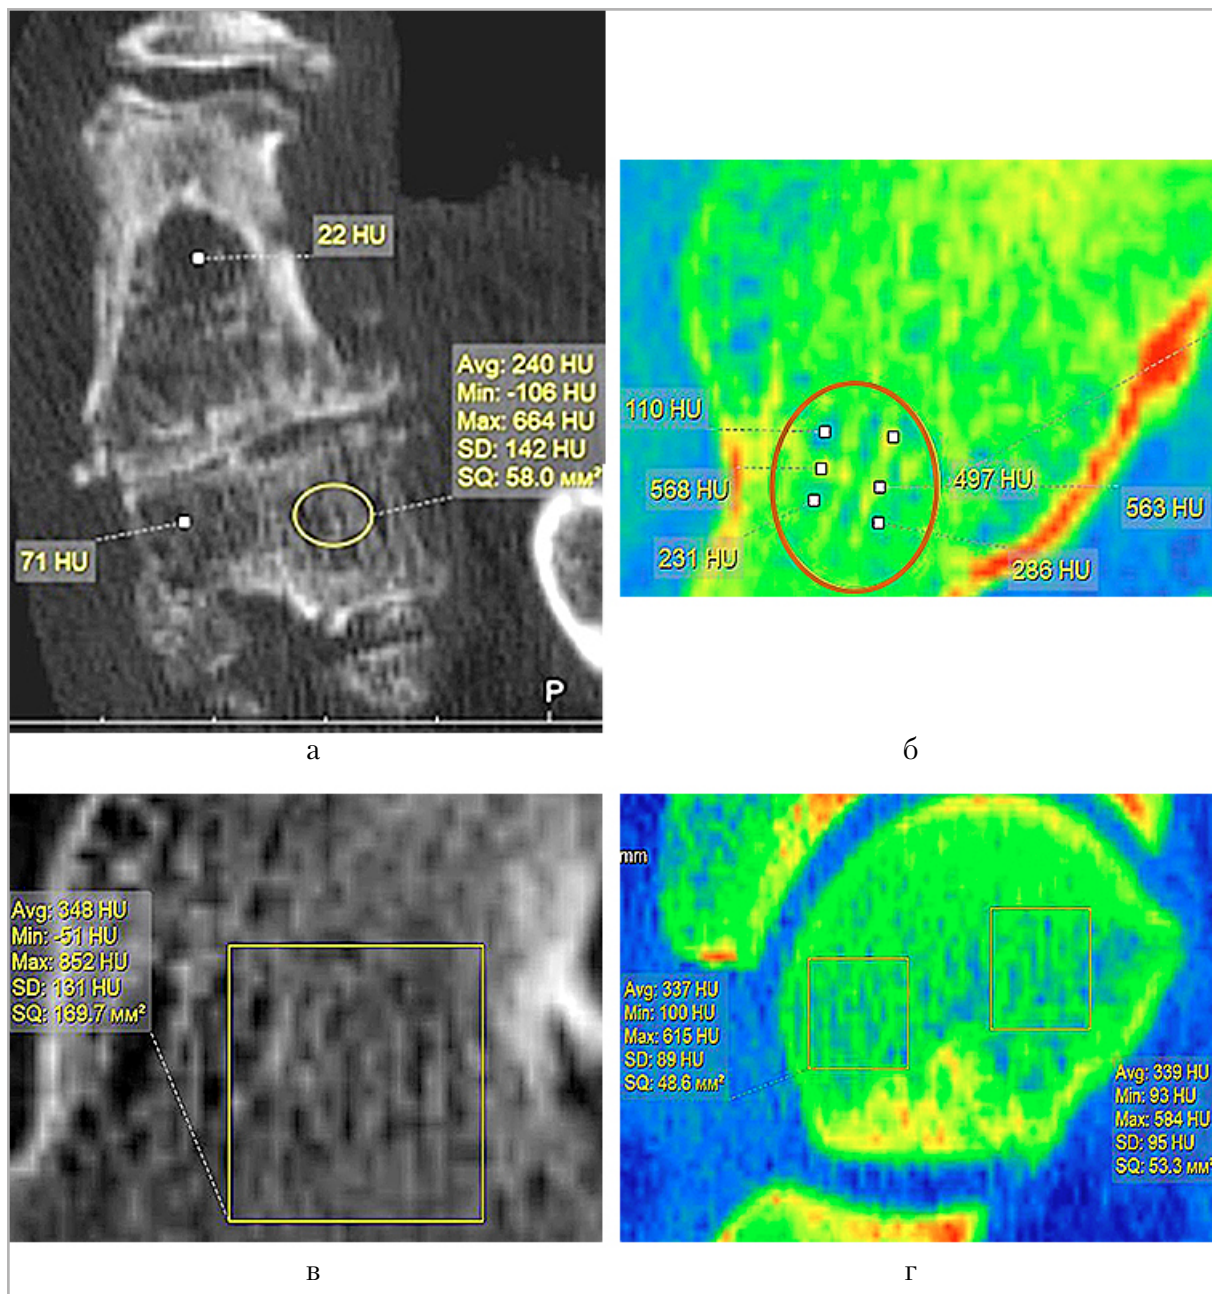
МСКТ стопы и голеностопного сустава больного П., 68 лет. Хронический остеомиелит I пальца левой стопы, основания I плюсневой кости. Деструкция, остеопороз, периостальная реакция (а). МРР среднего отдела стопы в сагиттальной плоскости, таранная кость. Структура таранной кости. Участки повышенной и пониженной плотности (б, в, г)
